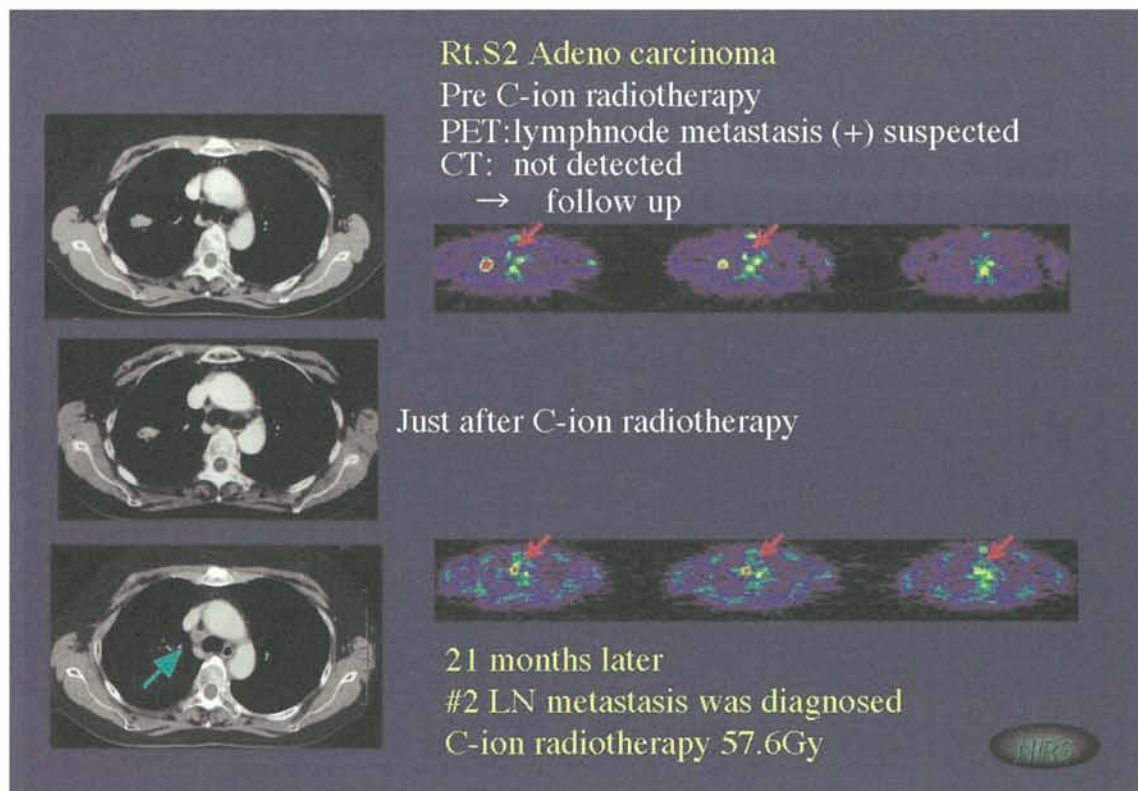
^{11}C -methionine PET による肺癌リンパ節転移の評価
